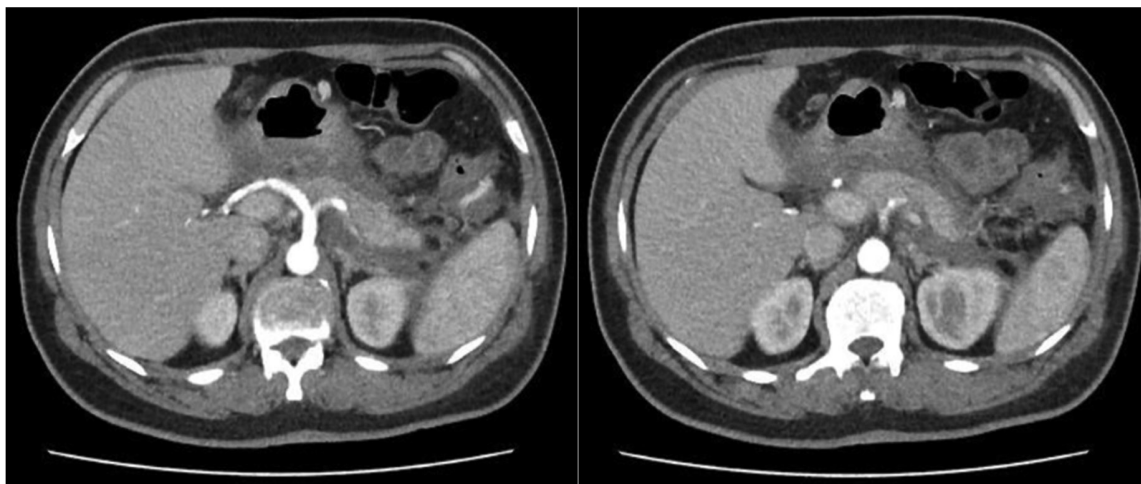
Tomografia computadorizada de abdome contrastada em fase arterial demonstrando colecistectomia com cliques metálicos, hepatopatia crônica e pâncreas mal individualizado, apresentando coleções nos espaços peripancreaticos e pararenal anterior esquerdo. Fonte: Dados da pesquisa.
